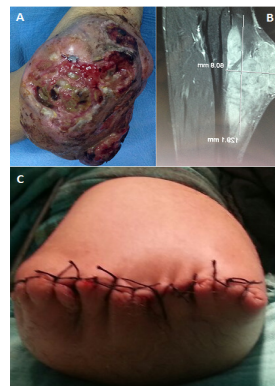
(A) image clinique montrant la tumeur ulcéro-bourgeonnante de l'avant bras ; (B) image IRM montrant la tumeur; (C) moignon d'amputation
